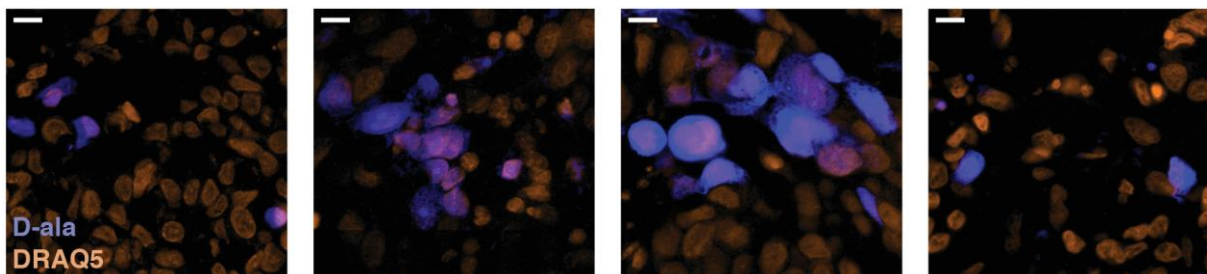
Imágenes de fluorescencia para 4 BT, donde se observa en azul la fluorescencia de la D-alanina en células tumorales debido a su metabolismo por parte de bacterias intracelulares. Extraído de Nejman et al., 2020.
